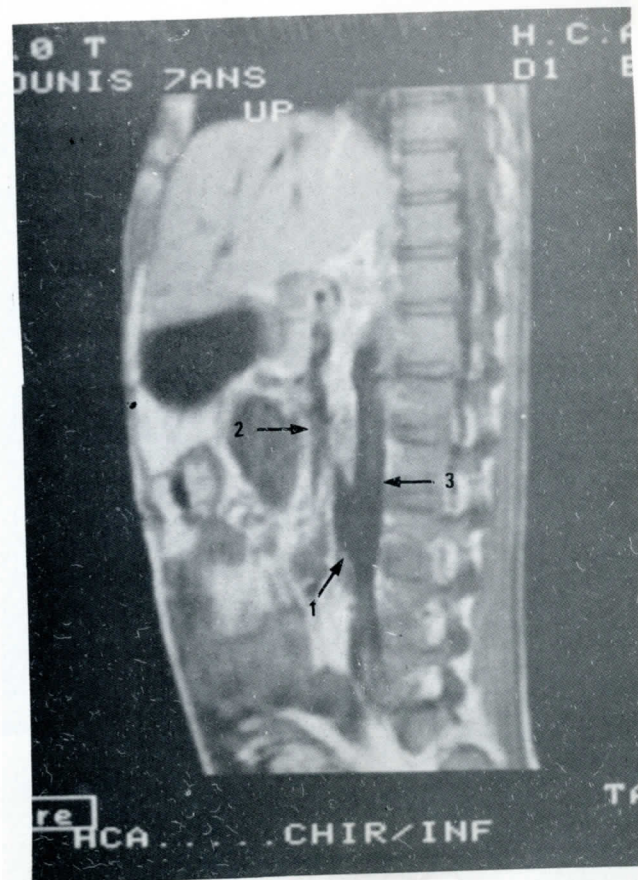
Imagerie par Resonance magnetique d'un shunt mesenterico-cave permeable : shunt (1), veine mesenterique superieure (2), veine cave inferieure (3)
